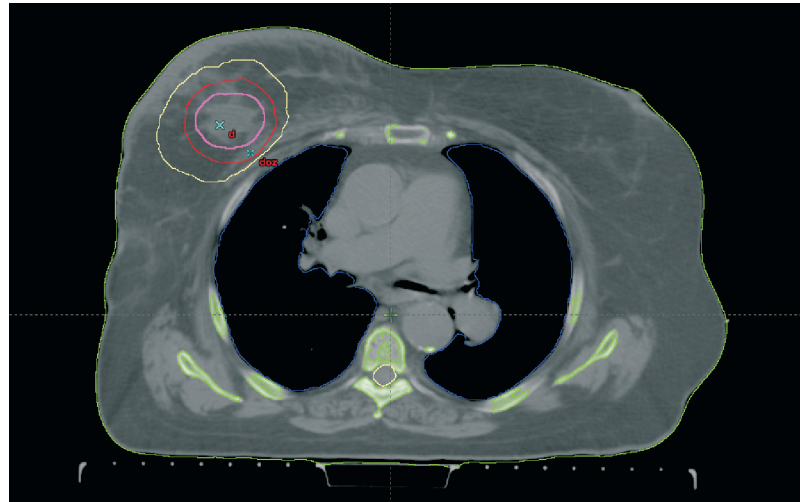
Этап оконтуривания; на КТ-срезе — рентгеноконтрастная клипса, ложе удаленной опухоли, CTV и PTV
